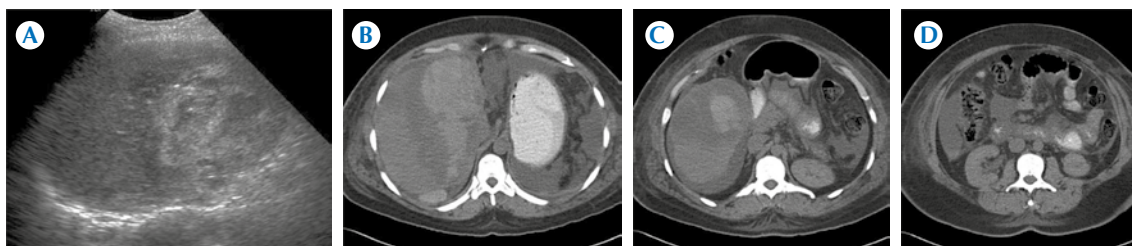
Caso 37. Mujer de 45 años con síndrome doloroso abdominal inespecífico. Ultrasonido. A) Lesión focal hepática heterogénea, hiperecogénica, mal definida, con líquido libre intraabdominal. Por ello se realiza tomografía en fase simple. Imágenes axiales: B) área de hiperatenuación perihepática con efecto de masa sobre el parénquima hepático, con lesión focal mal definida, C) signo del hematocrito perihepático y D) hacia la corredera parietocólica derecha. La interpretación por tomografía señaló la posibilidad de abdomen agudo hemorrágico no traumático de origen tumoral hepático que resultó corresponder a un hepatocarcinoma.
